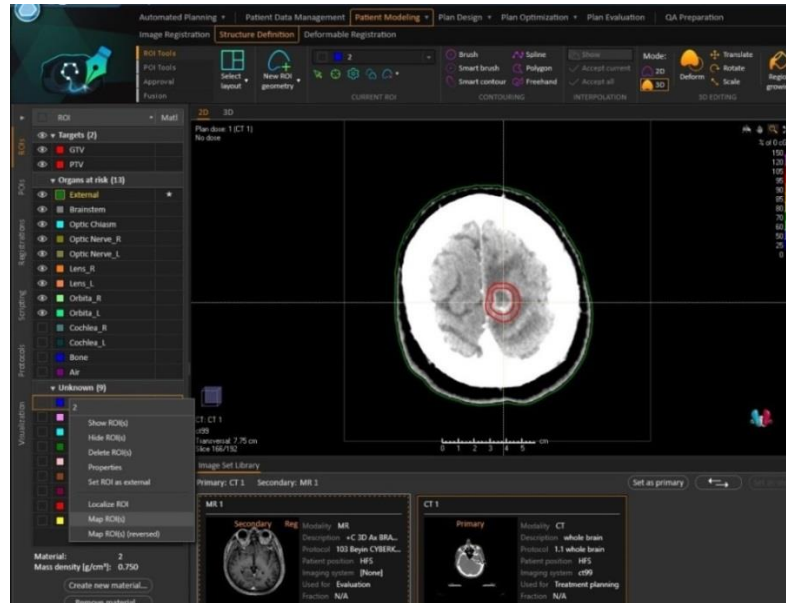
Beyin metastazlı örnek bir olguda MRG-BT füzyon görüntüsü
